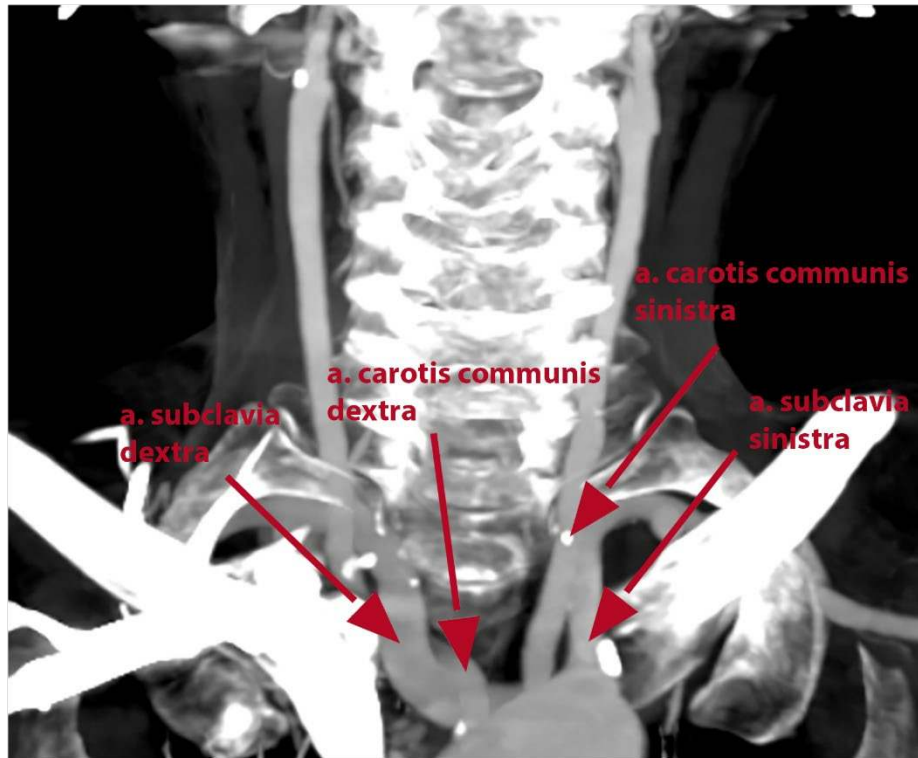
Tip 4 BT Anjiografi 3D Görüntüsü.
